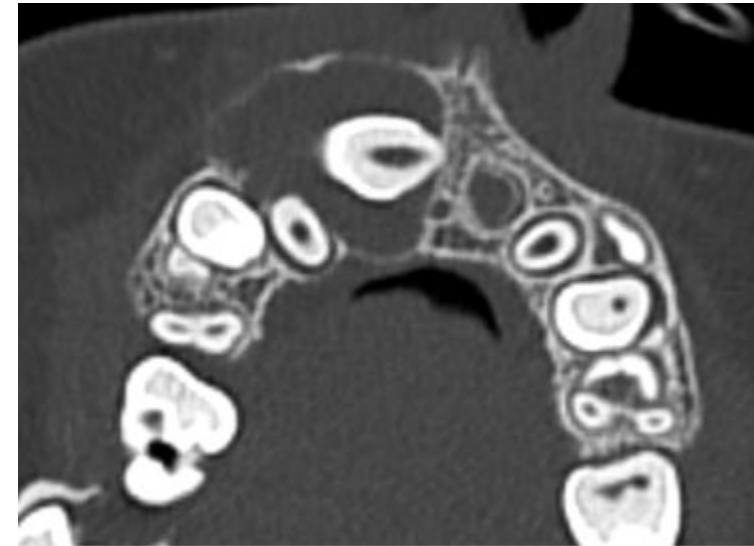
Imagen axial de TC que muestra una lesión quística inespecífica situada en el maxilar superior y que afecta a los incisivos centrales y laterales permanentes, que aún no han erupcionado. Los hallazgos histopatológicos fueron compatibles con un quiste dentígero.
